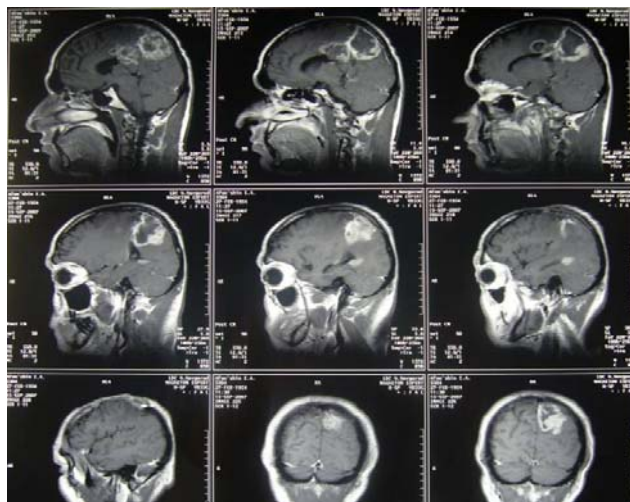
МРТ больного А. от 15.09.07. Продолженный рост опухоли теменной области слева
